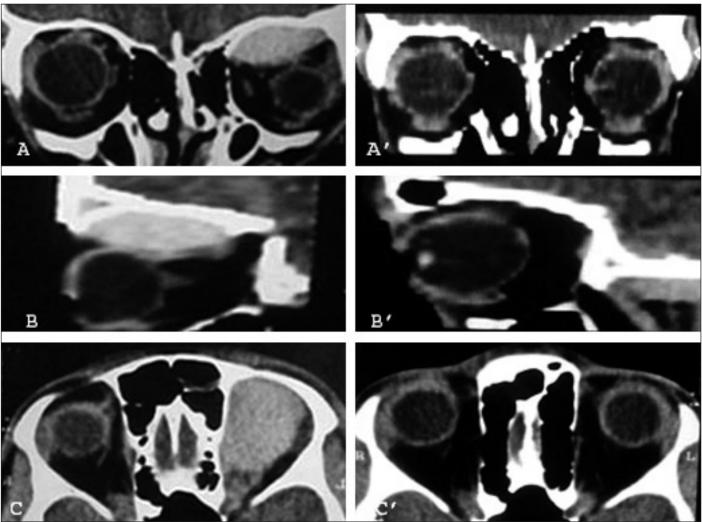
A, B, C: Tomografia computadorizada evidenciando hematoma subperiosteal de órbita esquerda. A', B', C': Aspecto radiológico de controle no pós-operatório.
